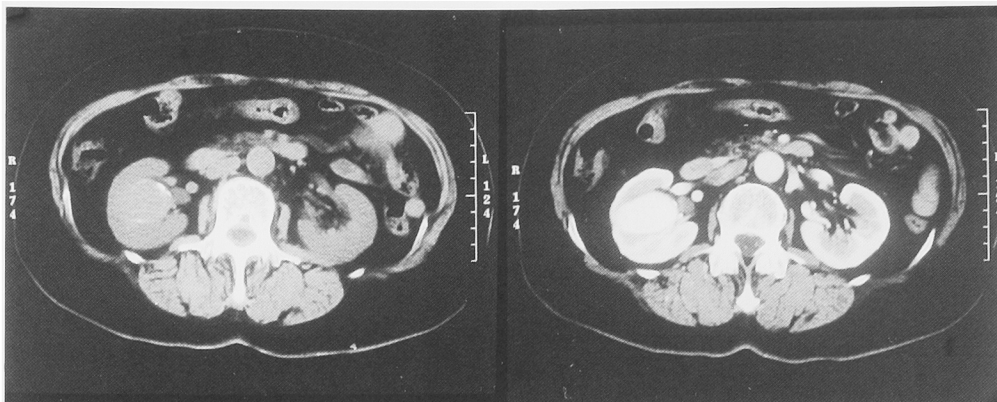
CT scan demonstrates a right renal mass (4×3×3 cm) which has a bit higher density than the renal parenchyma (left). Dynamic CT shows a strong and uniform enhanced mass with early discharge of contrast medium (right).
